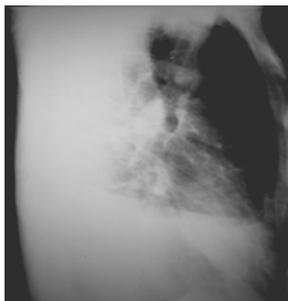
Правая боковая рентгенограмма больного К., через 4 мес после КББ и удаления ЭК. Без динамики
